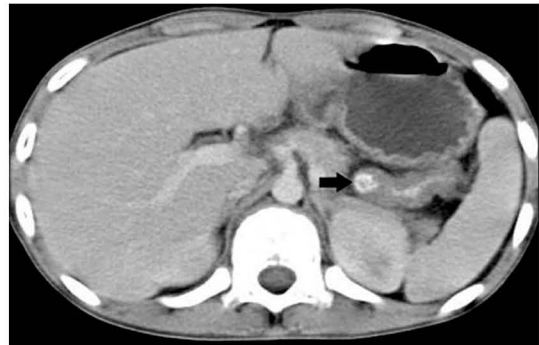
Abdominal CT scan shows intramural hematoma in proximal jejunum (→) and diffuse bowel wall thickening in small bowel loops with enlarged lymph nodes in mesenteric root.
